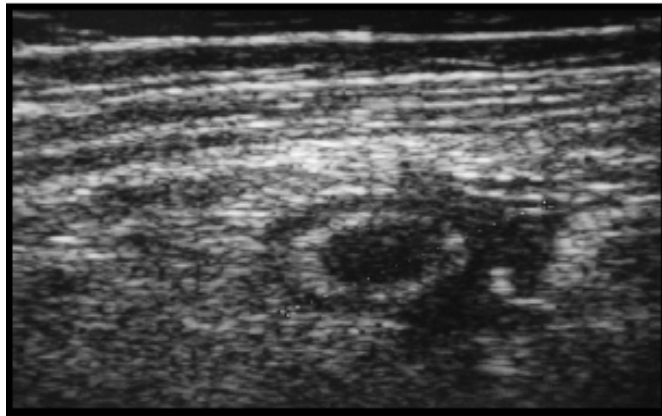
aspect échographique d'une appendicite aiguë (coupe transversale). [4]
